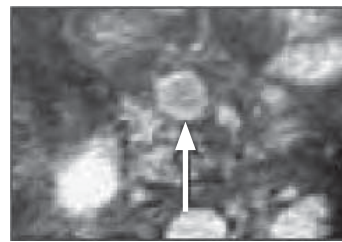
/6. TAC de abdomen. Trombosis venosa mesentérica. Se observa la imagen de doble contraste de la vena mesentérica superior ocluida por un trombo.
